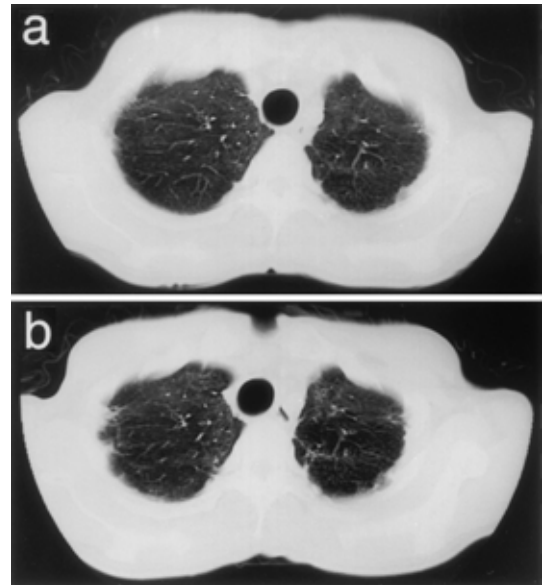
Chest CT scans, ( a ) obtained at the patient's first visit to our hospital, and ( b ) on admission, showing progressive diffuse ground-glass attenuation and pleural thickening mainly in the upper lobes. No honeycombing was observed.
